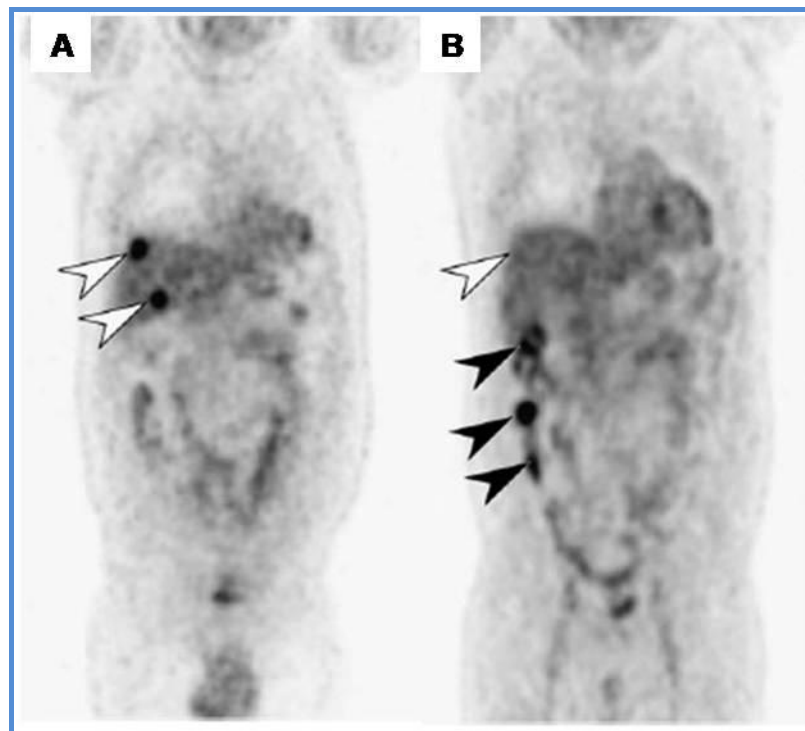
Evaluación de la respuesta a la quimioterapia. La FDG-PET pretratamiento (A) muestra dos lesiones metabólicamente activas en el hígado, que muestran respuesta metabólica completa tras la quimioterapia, mostrando tan sólo actividad intestinal fisiológica.
